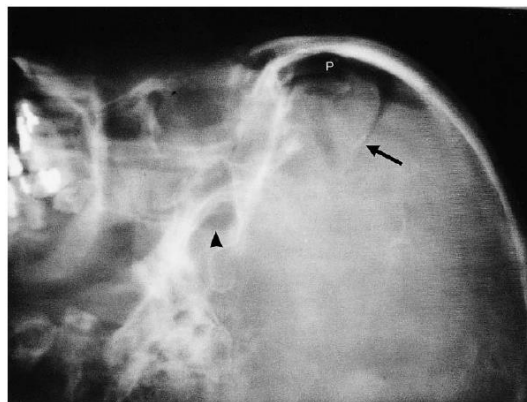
Fractura de hueso frontal (flecha) visible desde una radiografía lateral de cráneo.¹
